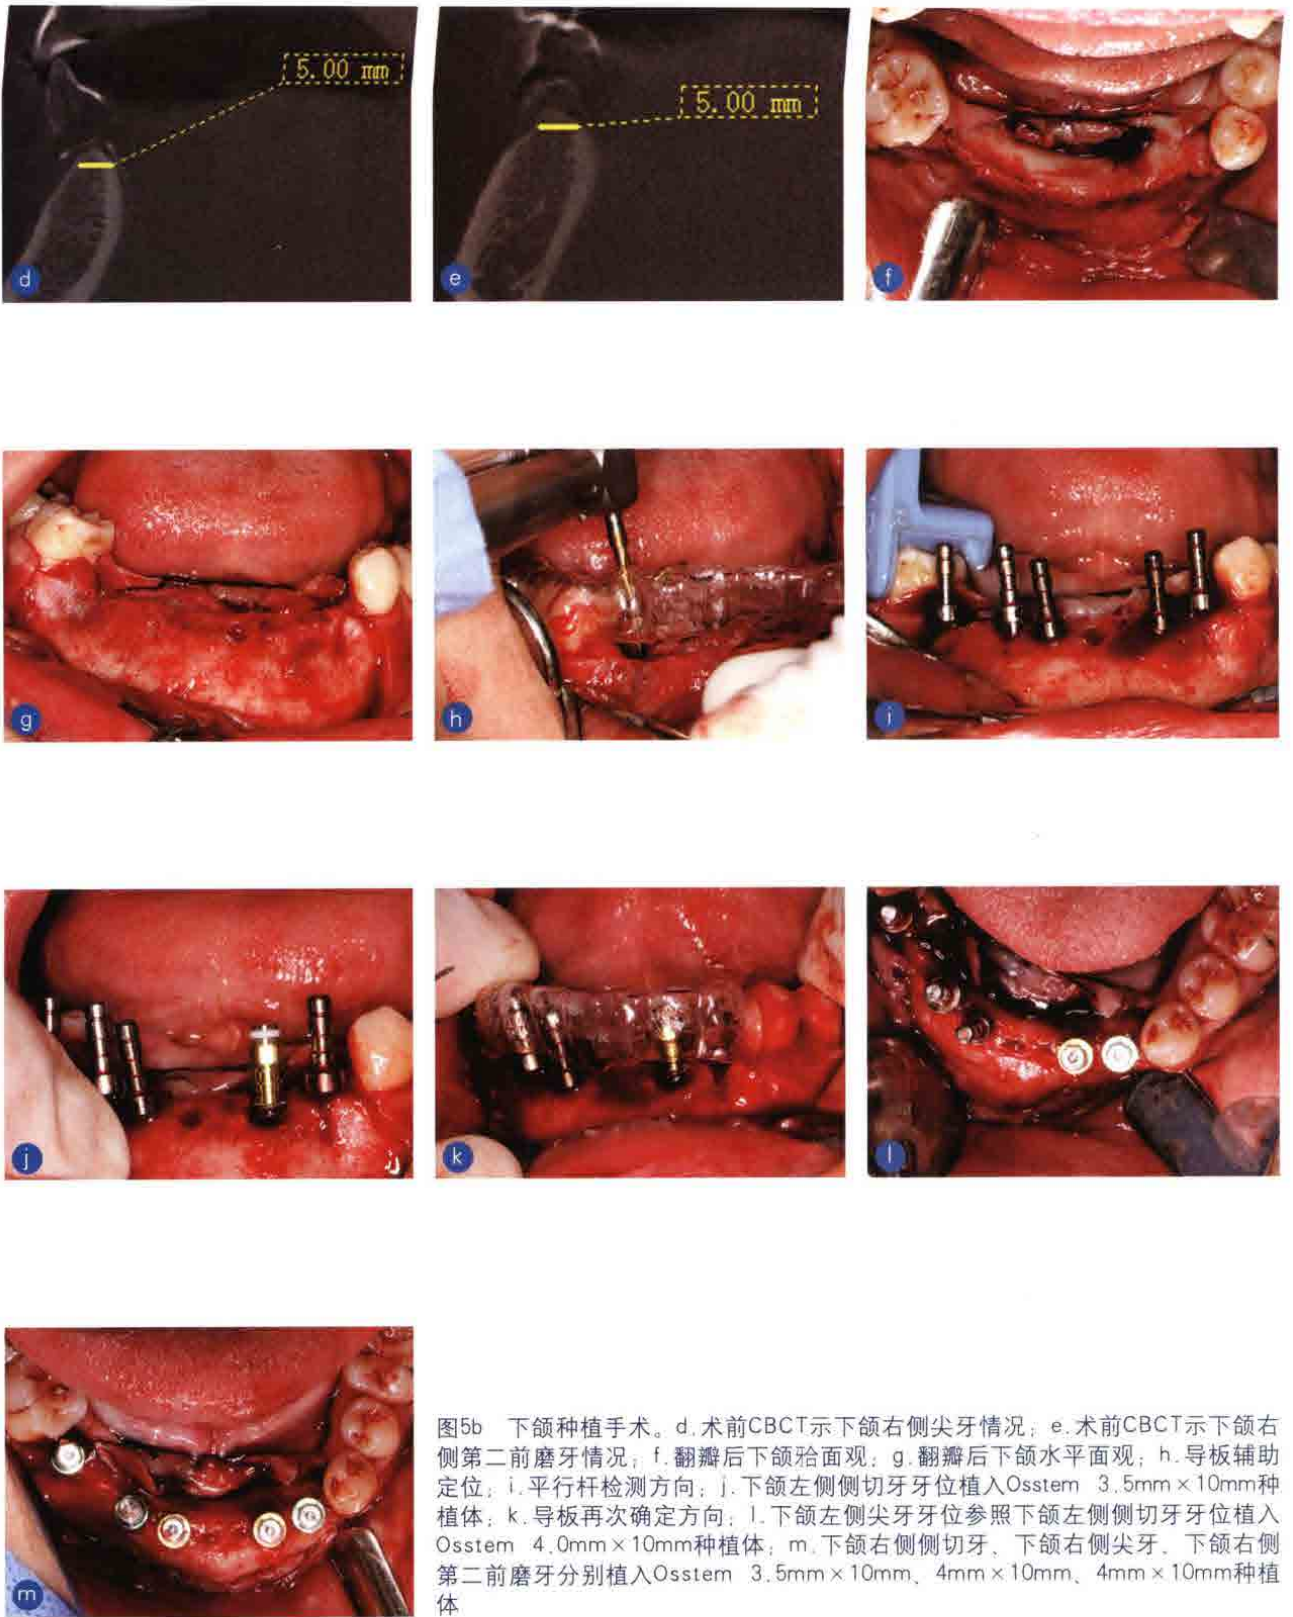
下颌种植手术。d. 术前CBCT示下颌右侧尖牙情况；e. 术前CBCT示下颌右侧第二前磨牙情况；f. 翻瓣后下颌颌面观；g. 翻瓣后下颌水平面观；h. 导板辅助定位；i. 平行杆检测方向；j. 下颌左侧侧切牙牙位植入Osstem 3.5mm×10mm种植体；k. 导板再次确定方向；l. 下颌左侧尖牙牙位参照下颌左侧侧切牙牙位植入Osstem 4.0mm×10mm种植体；m. 下颌右侧侧切牙，下颌右侧尖牙，下颌右侧第二前磨牙分别植入Osstem 3.5mm×10mm、4mm×10mm、4mm×10mm种植体
